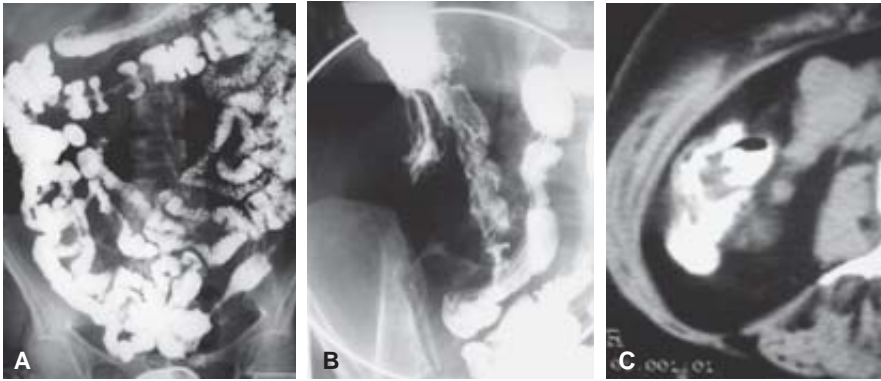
Imágenes de tránsito intestinal que muestran afectación del íleon terminal (A y B). La imagen de Tomografía Computarizada muestra defectos de llenado en el contraste de la región ileocecal (C).
